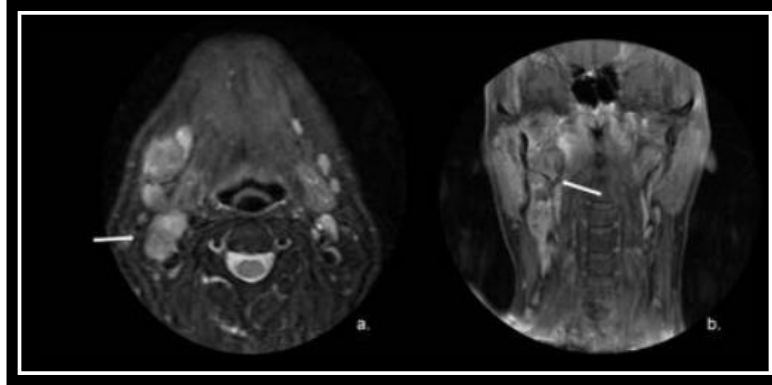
Fuentes: Cuenca, Jaime Hernando Alvarez, et al. "Hallazgos de tomografía computarizada y resonancia magnética en las venas del cuello." *Seram* 1.1 (2021).
